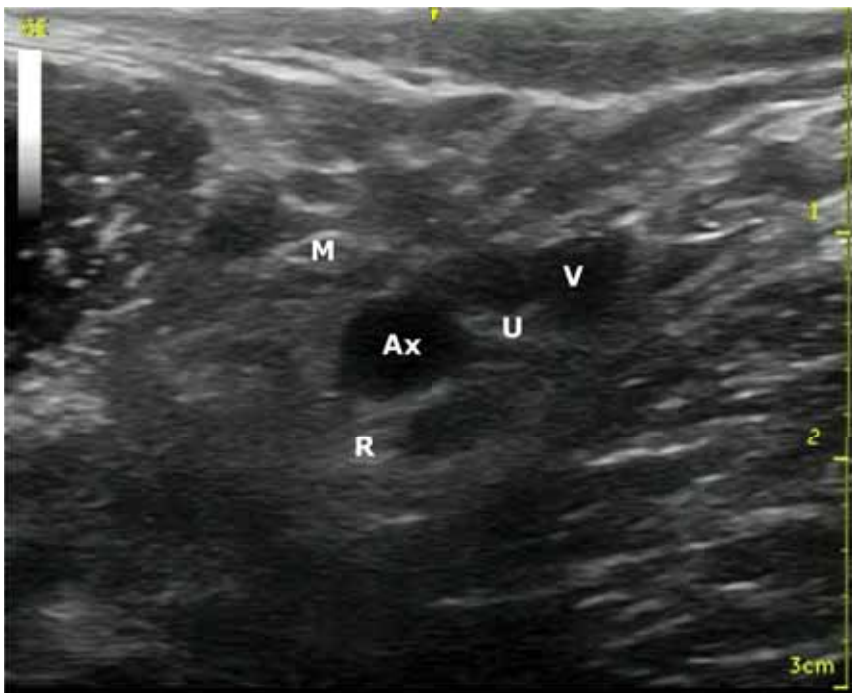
Imagine ecografică a plexului brahial la nivel axilar (AX – artera axilară, V – venă, M – nerv median, R – nerv radial, U – nerv ulnar)
